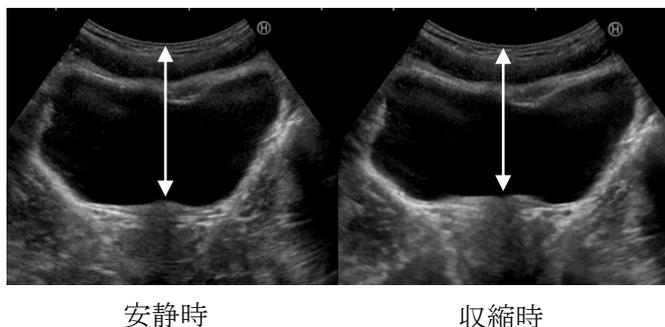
経腹超音波画像による骨盤底筋群の筋活動評価
